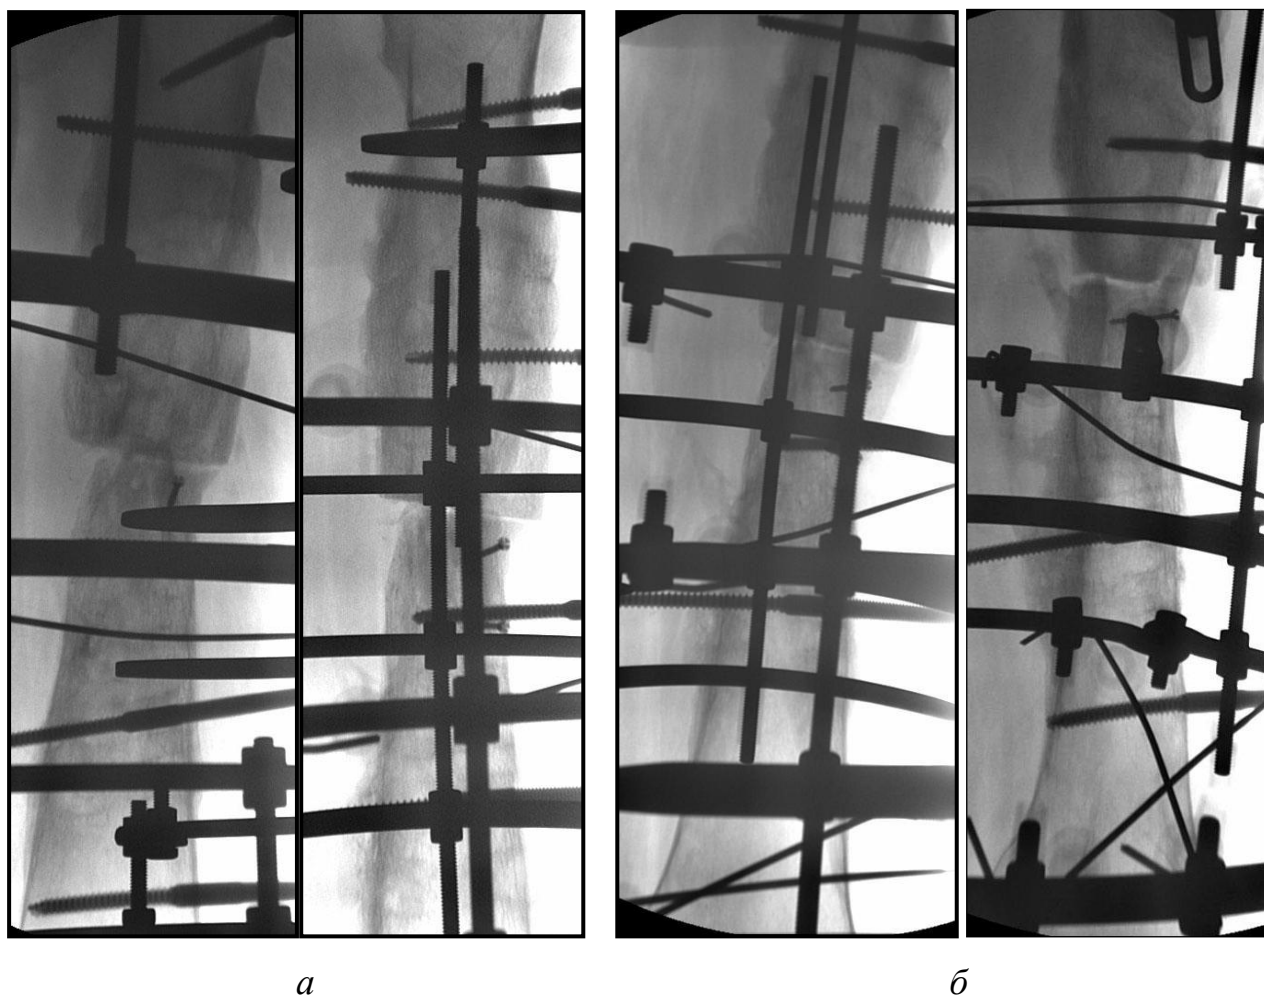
Рентгенограммы левой бедренной кости в двух проекциях того же больного после сегментарной аутотрансплантации на сосудистой ножке: а – удовлетворительная адаптация костных фрагментов бедренной кости; б – через 2 мес. после реконструкции левой бедренной кости: стабильный остеосинтез, аутотрансплантат жизнеспособен.
